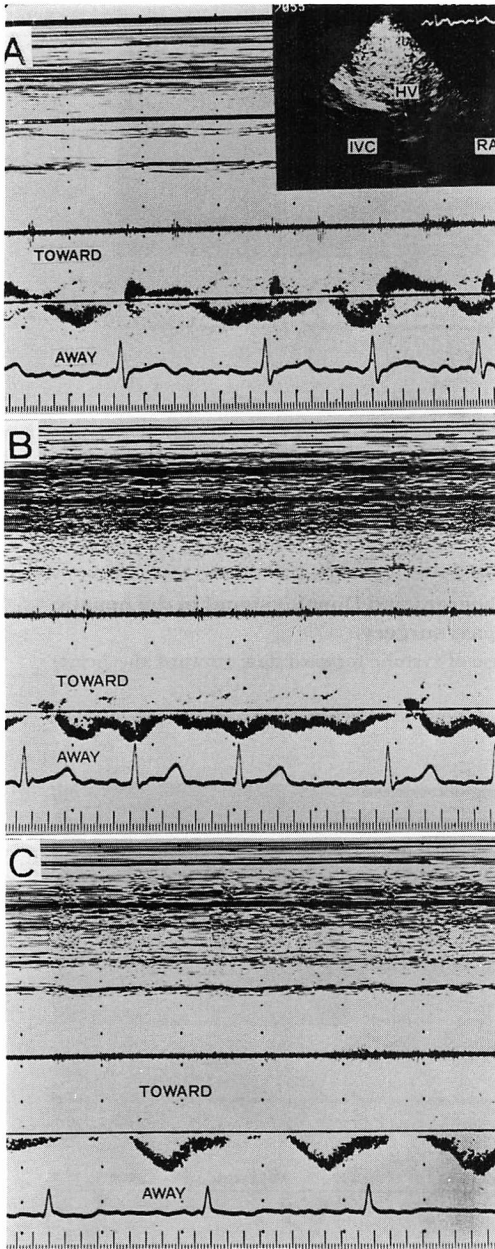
Various Doppler flow patterns in the hepatic vein of patients with lone atrial fibrillation.
